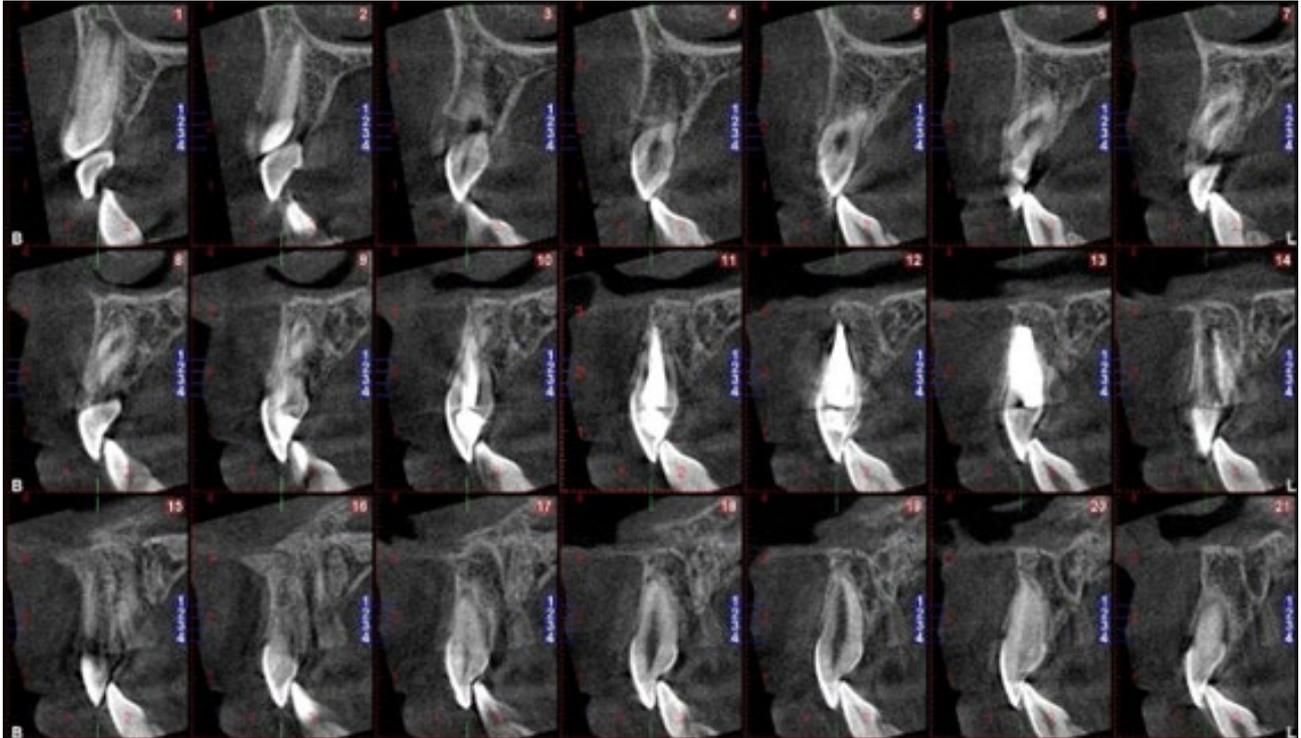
CBCT al año. Cortes sagitales de la pieza 1.1. El periodonto se encuentra normal, sin zonas de reabsorción ni sustitución.
